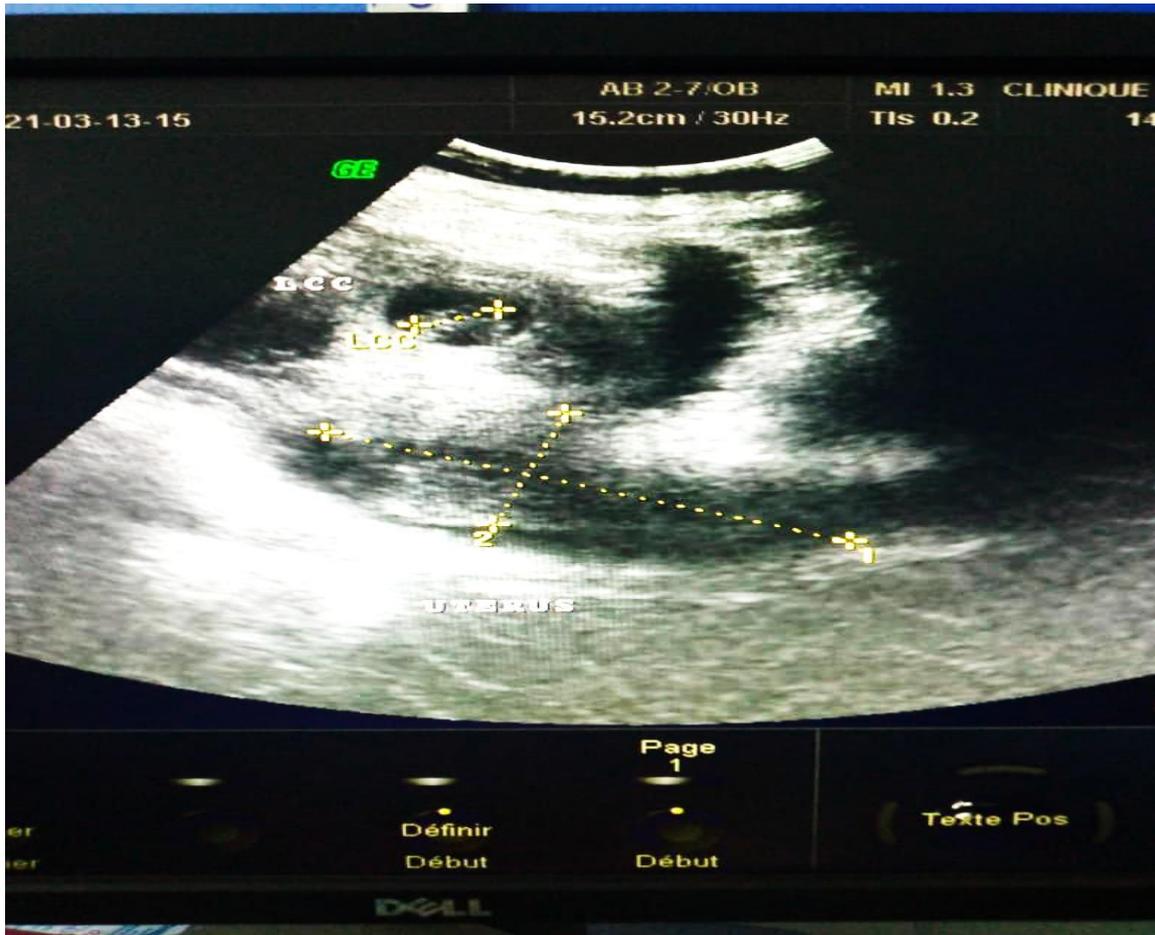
Image échographique d'une grossesse extra-utérine rompue
